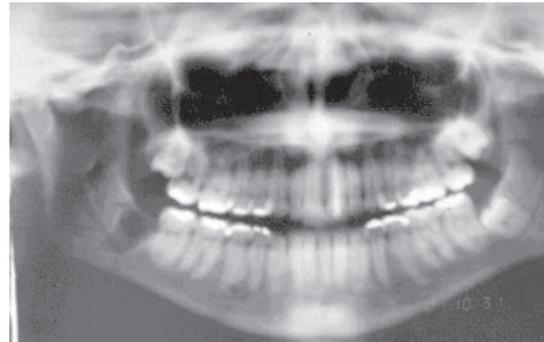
Radiografia panorâmica evidenciando linha de fratura alinhada na região do ângulo mandibular direito e alvéolo do dente 48
